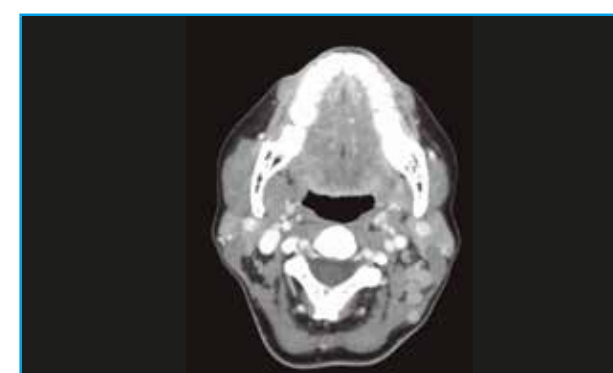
CT axial. Adenopatías múltiples unilaterales izquierdas menores de 6 cm en TPOD. Cuello N2b.
